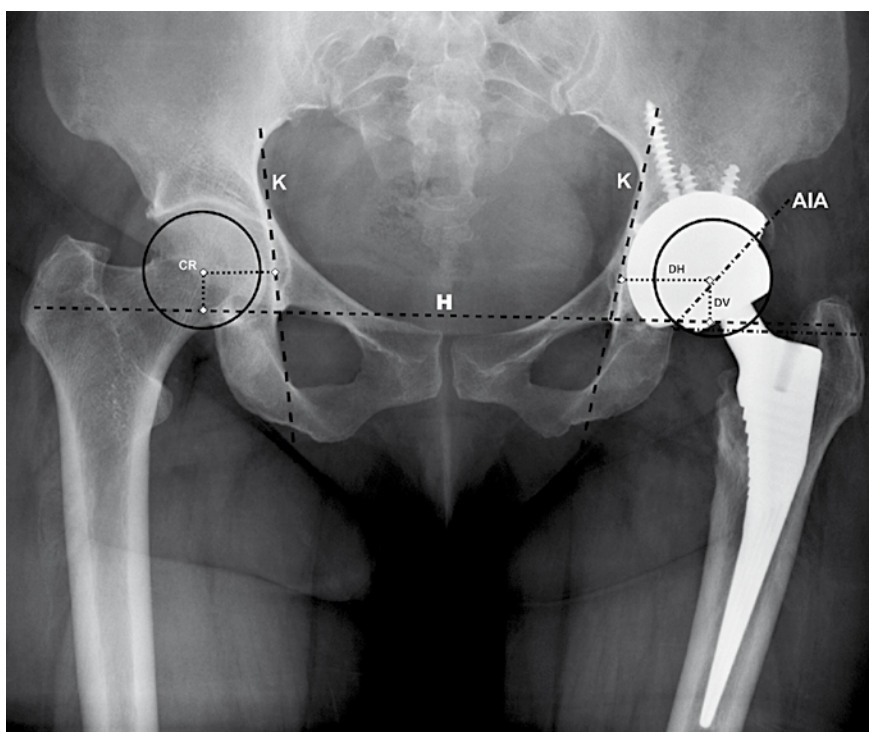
Linhas de referência e medições efectuadas na radiografia da bacia AP. H: linha de Hilgenreiner, K: Linha de Kohler, CR: Centro de rotação da anca, DH: Distância horizontal, DV: Distância vertical. AIA: ângulo de inclinação acetabular.
